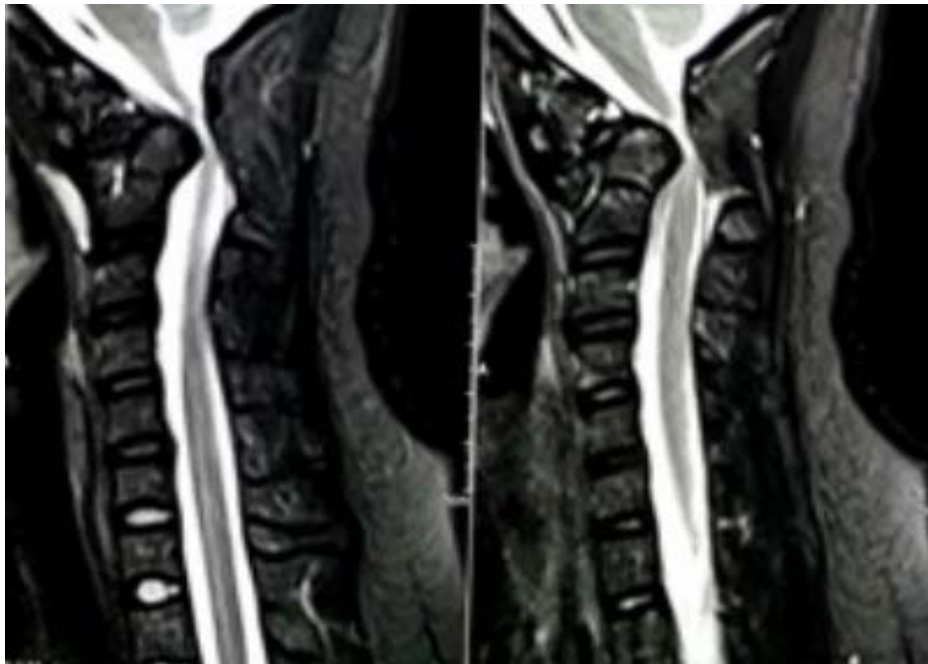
IRM cervicale montrant une dislocation C1-C2 avec compression de la jonction bulbo-médullaire. [162]
